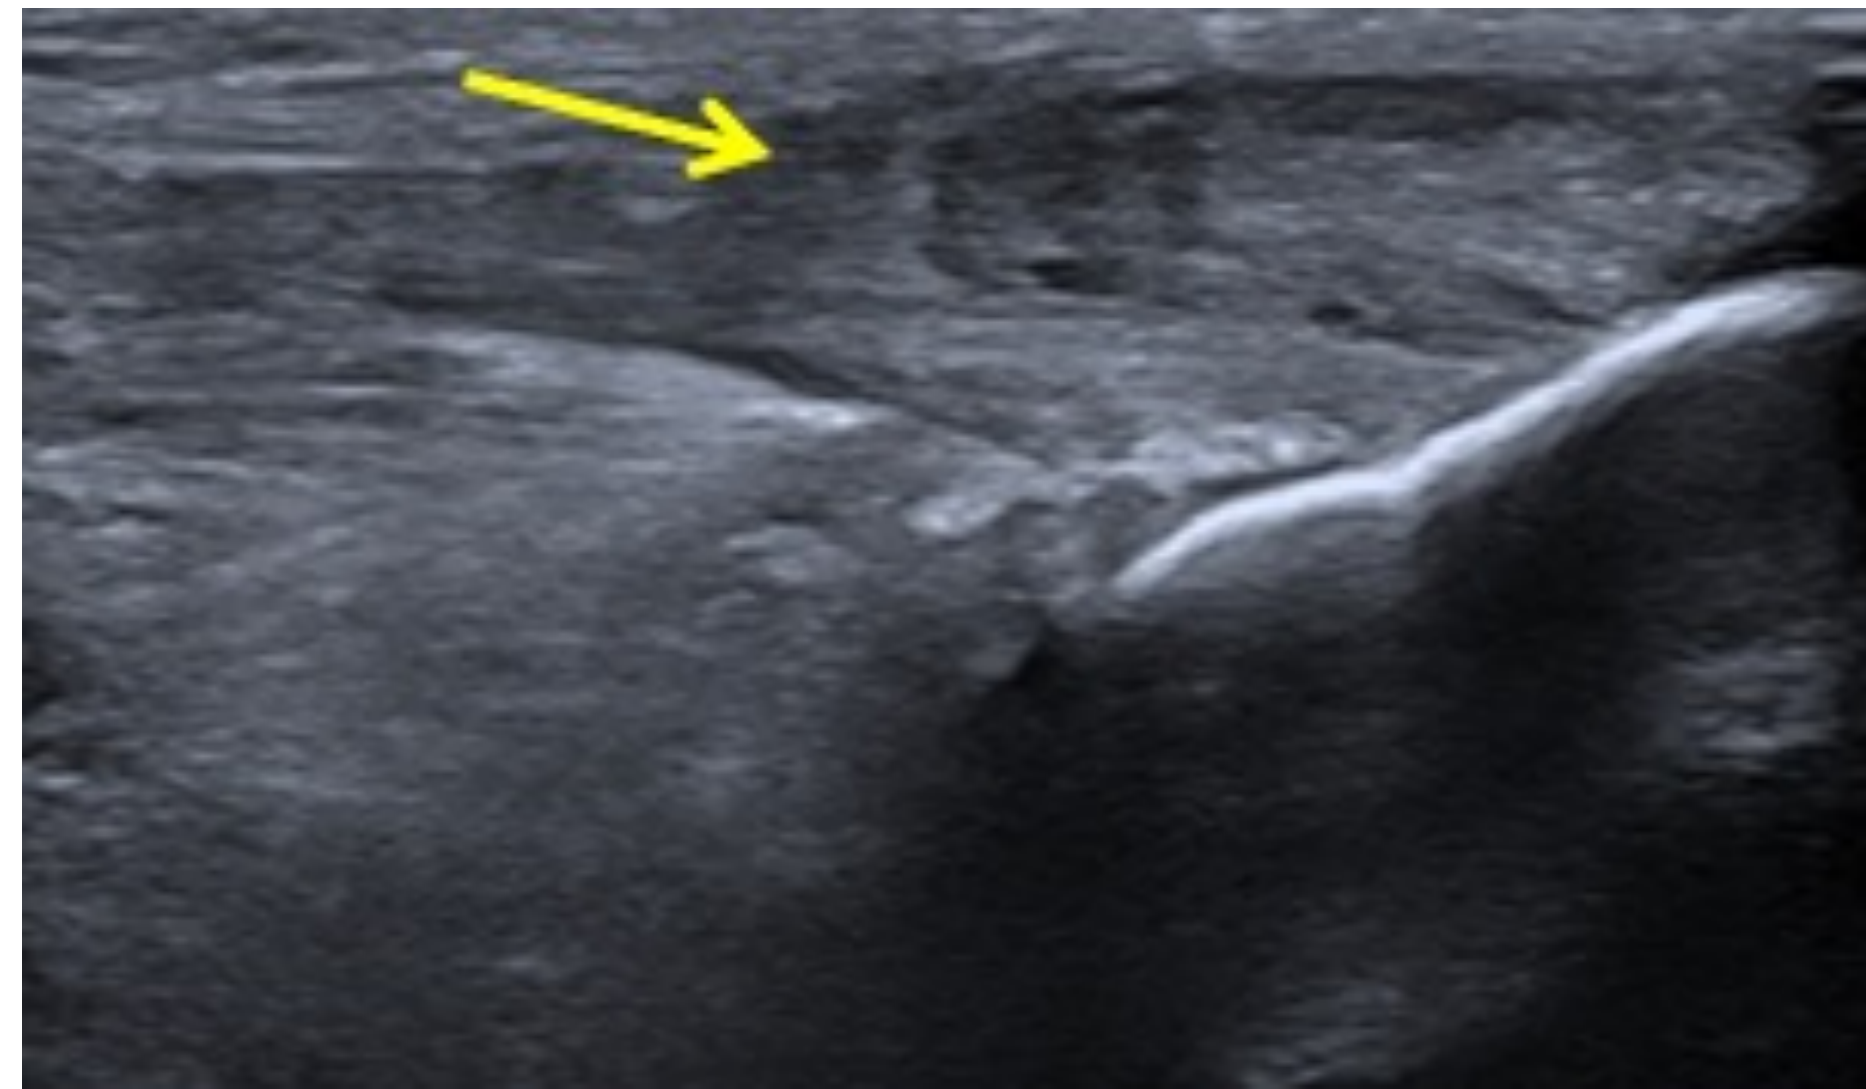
Rotura parcial del BF (flecha) tras giro brusco con hiperemia en el estudio Doppler.
